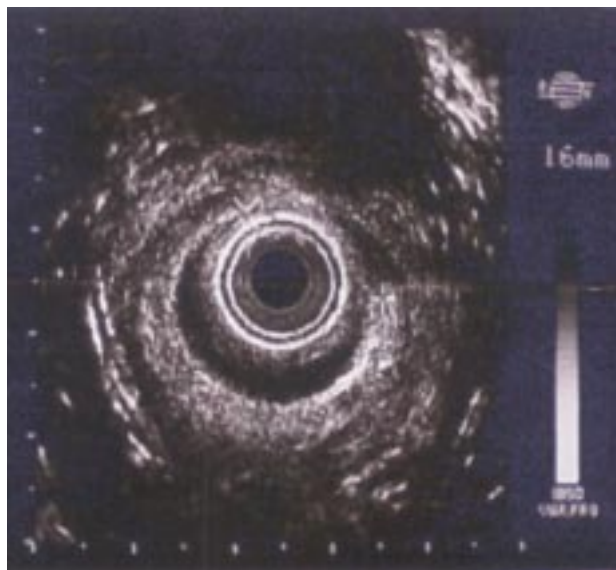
Ultrasonido endoanal preoperatorio que demuestra la lesión anterior del mecanismo del esfínter (tercio medio del canal anal).
